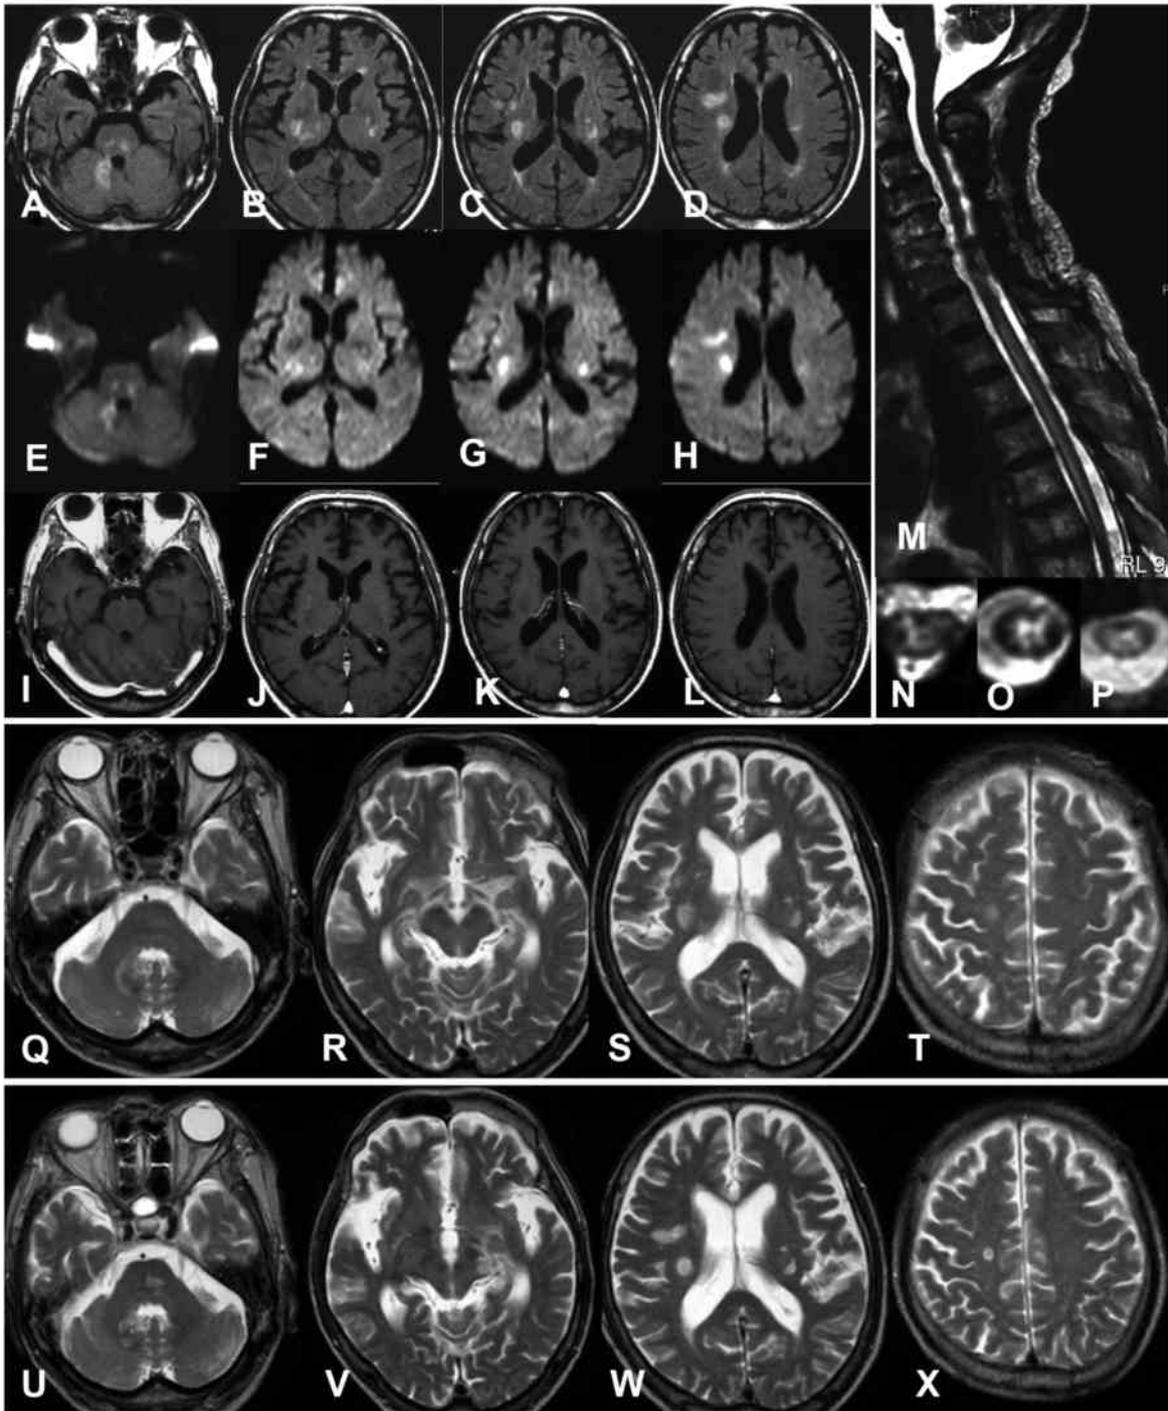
症例2, A-L: 転科時MRI。A-D: FLAIR, E-H: 拡散強調, I-L: Gd造影。M-P: 頸部MRI (頸椎術後の artifact あり)。M: T2WI, N: C5, O: Th2, P: Th6。Q-X: MRI T2WI。Q-T: 第13病日, U-X: 第47病日。
